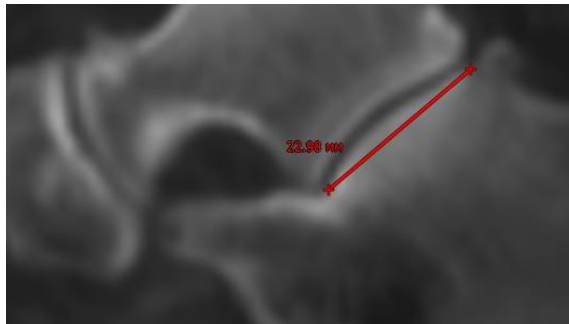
Функциональная МСКТ стопы. Сагиттальная проекция. А – определение УПС. Б – определение СТМТУ
